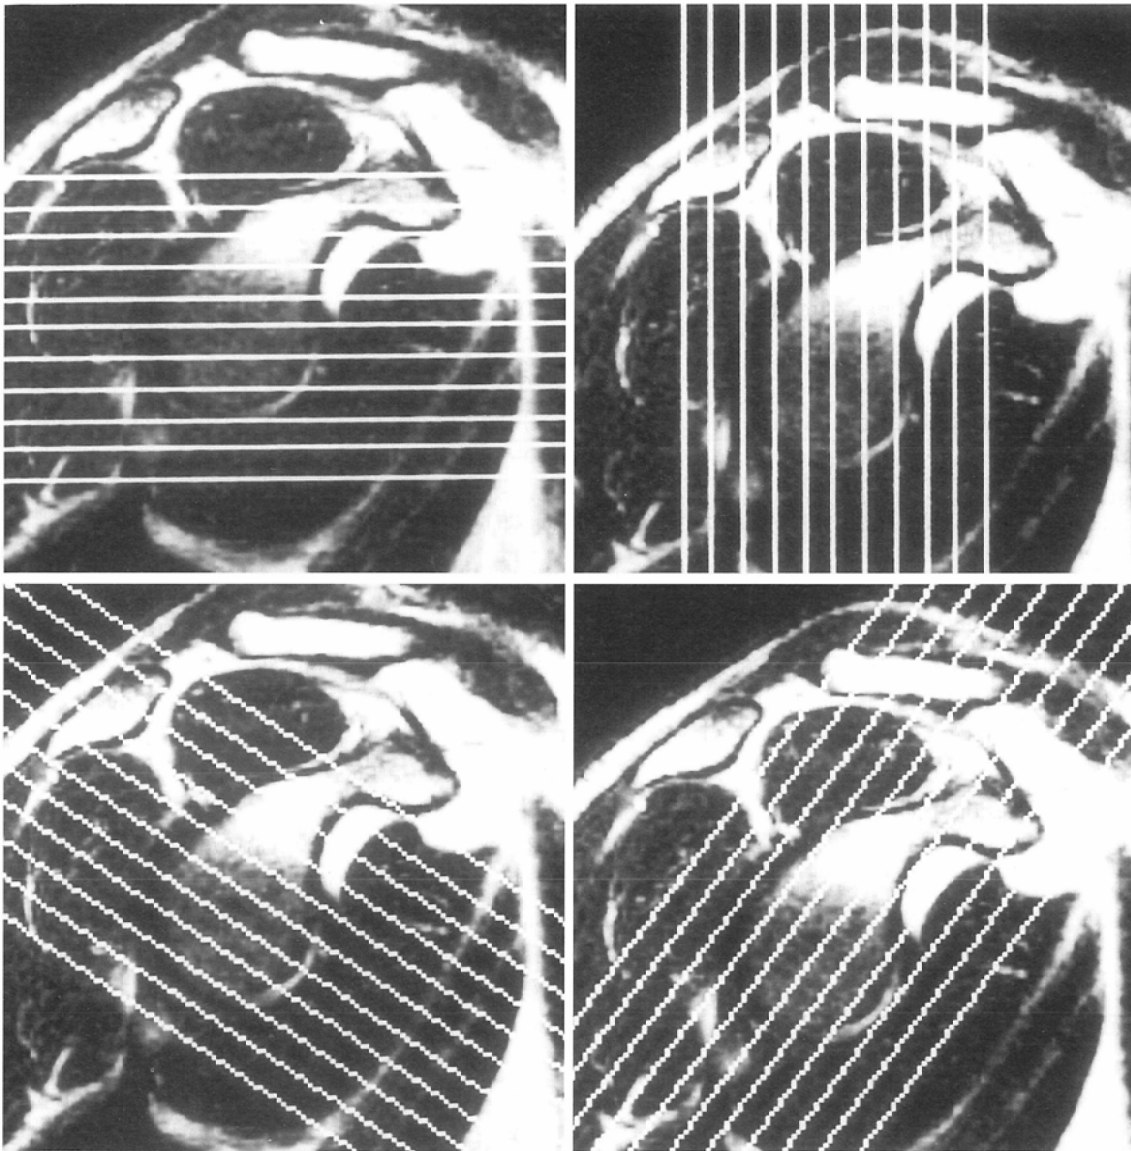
Scout views for conventional and double oblique images. Cursors for conventional axial images (CAI) and conventional oblique coronal images (COCI) placed on oblique sagittal scout image are not perpendicular or parallel to the long axis of the scapula (A, B). We now examine shoulder MR imaging using double oblique axial images (DOAI) and double oblique coronal images (DOCI), which are perpendicular or parallel planes to the long axis of the scapula (C, D). (A, B, C & D; FSE 3,000/98Ef)
